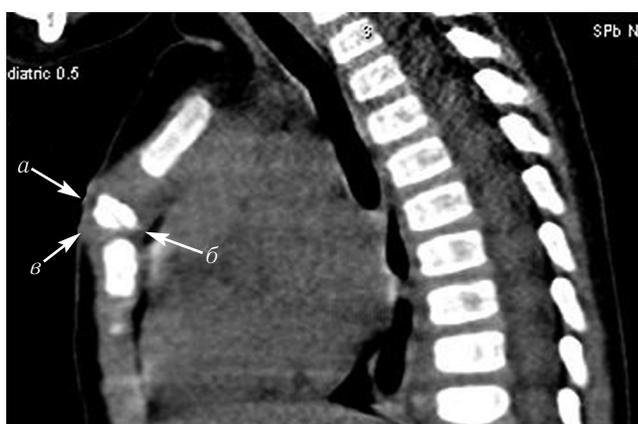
МСКТ органов грудной полости, сагиттальная проекция, мягкотканый режим. Визуализируется поражение мягких тканей. Пояснения в тексте
